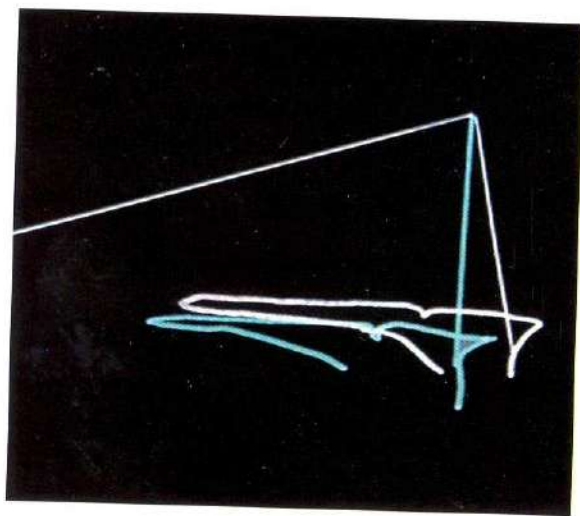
Se observan los cambios en el perfil facial y en la radiografía cefálica. Reducción de la convexidad facial de 10°, plano mandibular igual al inicial, mordida abierta anterior corregida.
